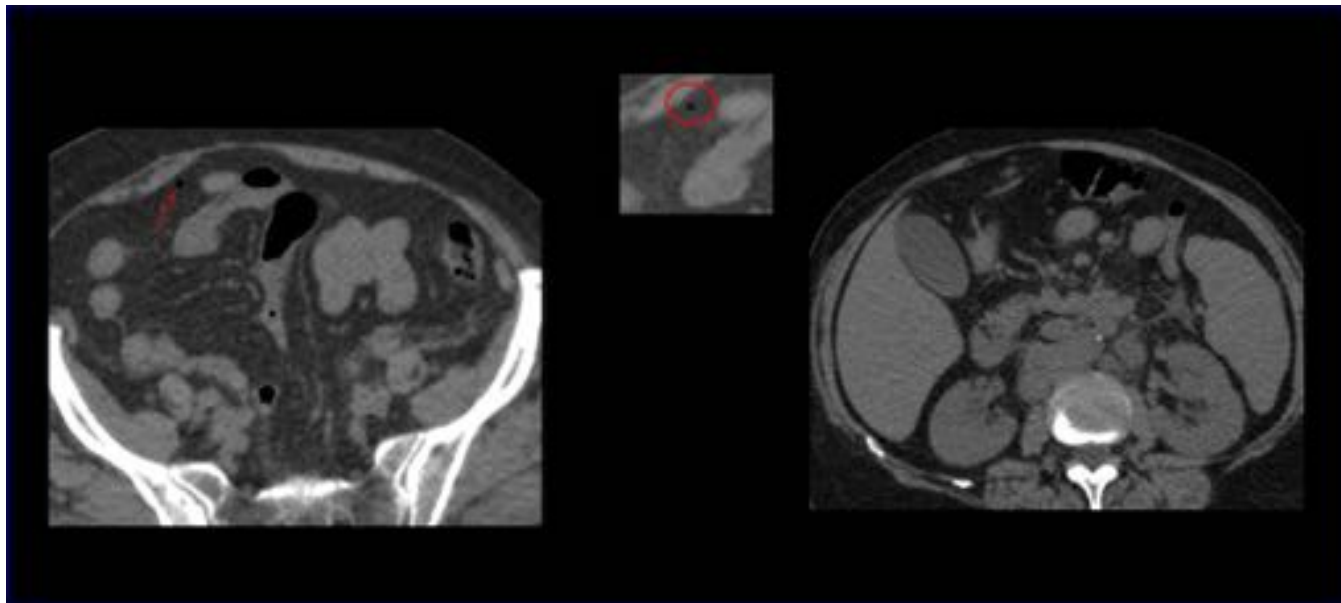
Paciente de 71 año presenta dolor abdominal se le realiza TC donde se observó pequeñas burbujas de gas ectópico en vacío derecho, de carácter inespecífico. Múltiples adenopatías significativas retroperitoneales interaortocava y paraaórtica izquierda, sugestivas de síndrome linfoproliferativo. Dx postoperatorio: Perforación de intestino delgado secundaria a linfoma B.
